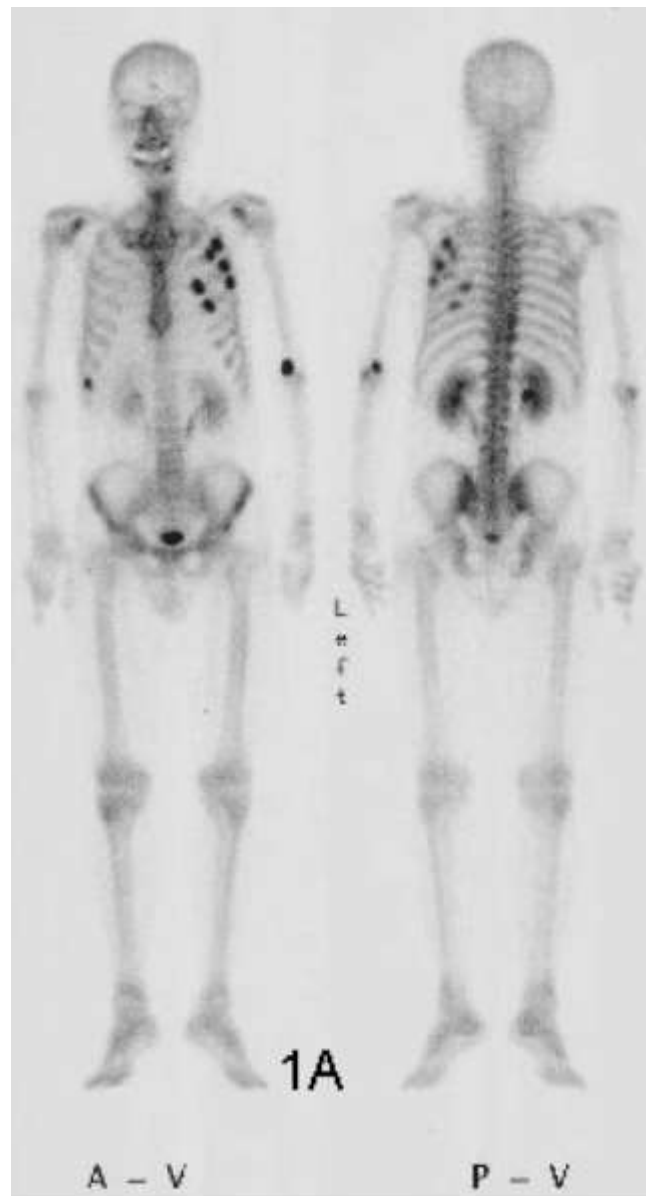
Images antérieures et postérieures de scintigraphie osseuse, révélant des métastases humérales gauches et costales[47].
